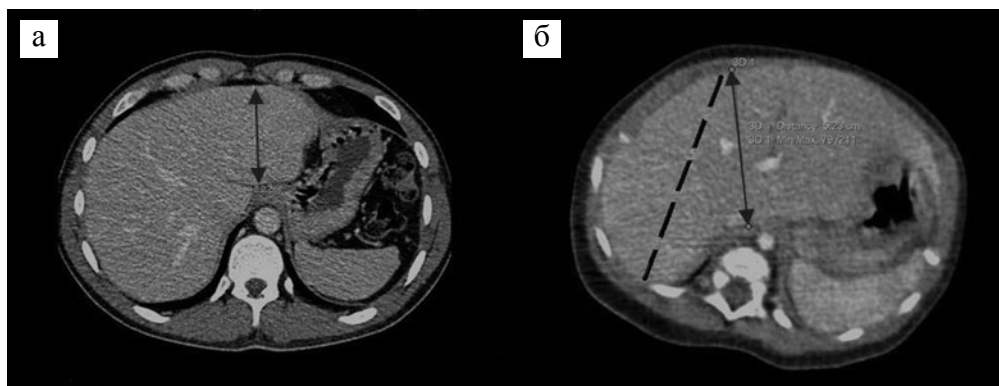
Определение Δ ПЗР по данным РСКТ: а – компьютерная томограмма родственного донора; б – компьютерная томограмма реципиента. Стрелками отмечено измеряемое расстояние: а – толщина ЛЛС; б – толщина печени реципиента. Пунктиром обозначена наиболее «глубокая» часть правого поддиафрагмального пространства реципиента
